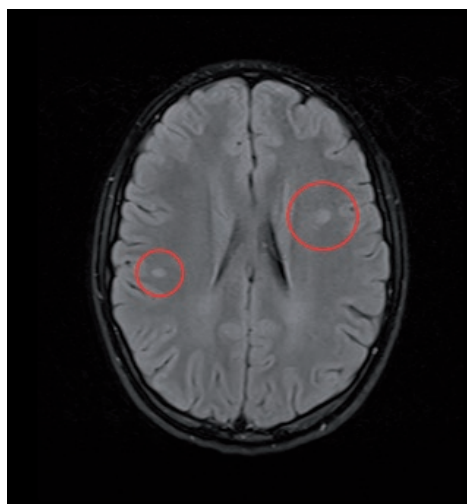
МРТ головного мозга в аксиальной плоскости, выполненная в режиме FLAIR, очаговые изменения выделены красным цветом.
